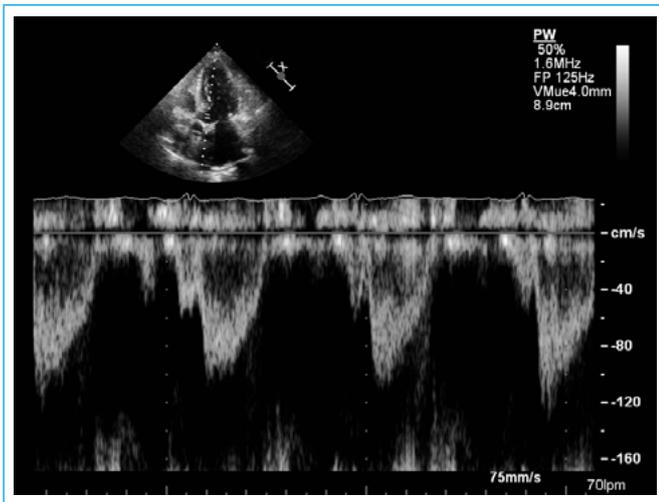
Plano apical 5 cámaras con Doppler pulsado del TSVI
